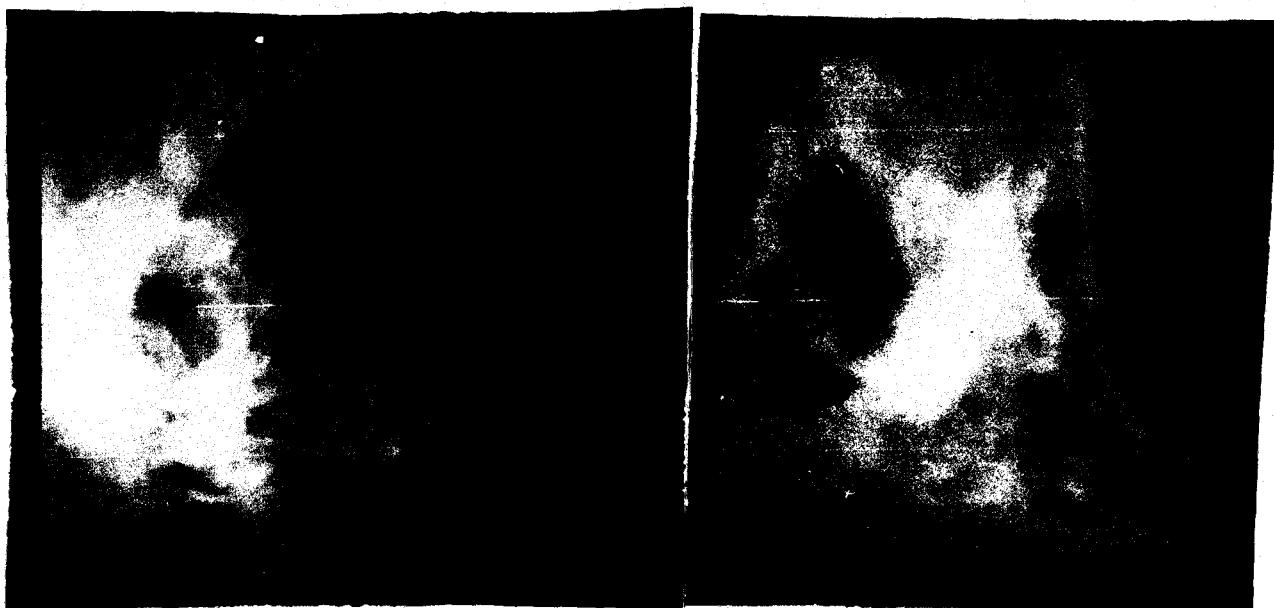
Kontrast Radyografide Östaki Tüpü
